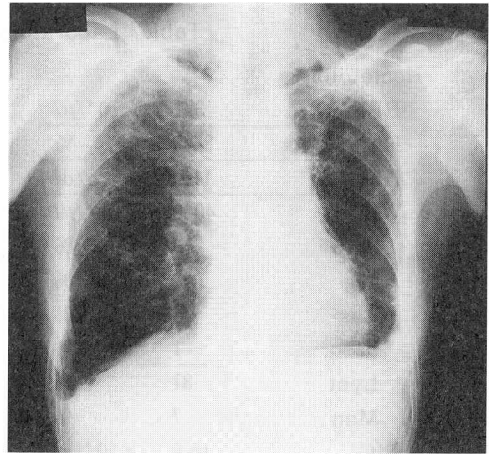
The chest X-ray on admission (May 11, 1994) showing an appearance of infiltrative shadow in the right upper lung field.
